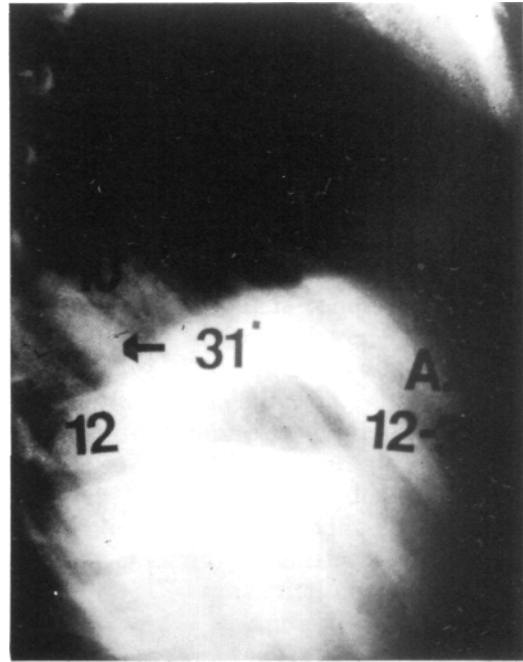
Radiografía de perfil.
